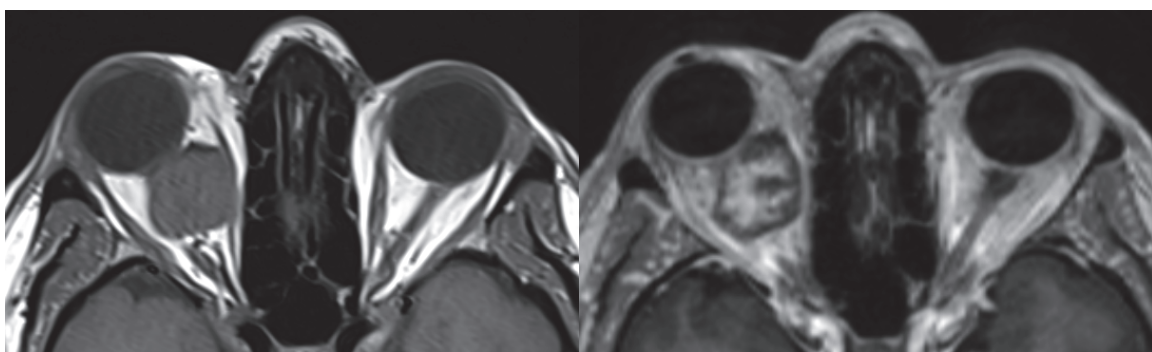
IRM orbitaire, coupe axiale. A. T1, hémangiome caverneux. B. T1 avec injection de gadolinium
